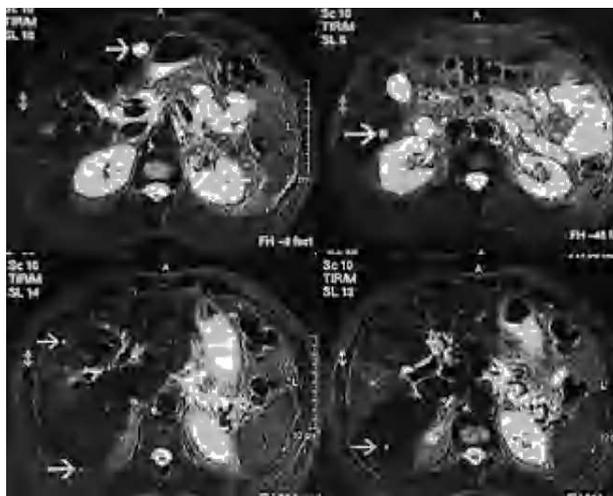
Cuatro cortes de resonancia magnética en los que se ve la enfermedad inicial con afectación sincrónica por metástasis de cáncer colorrectal en casi todos los segmentos hepáticos (se observan 5 de los 10 nódulos marcados en segmentos 7, 6, 8 y 3).
